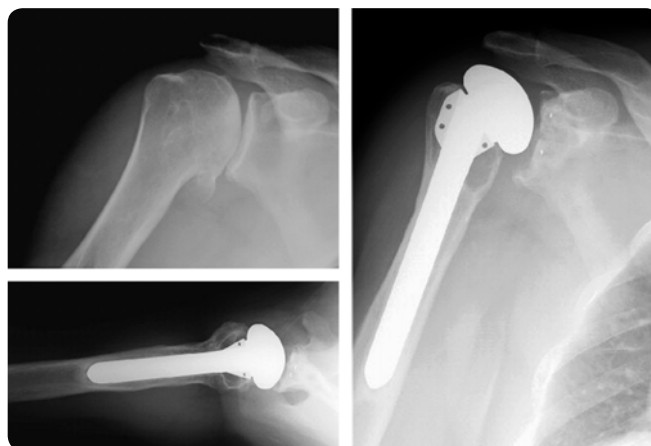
Рентгенограми уражених плечових суглобів до та після ендопротезування
